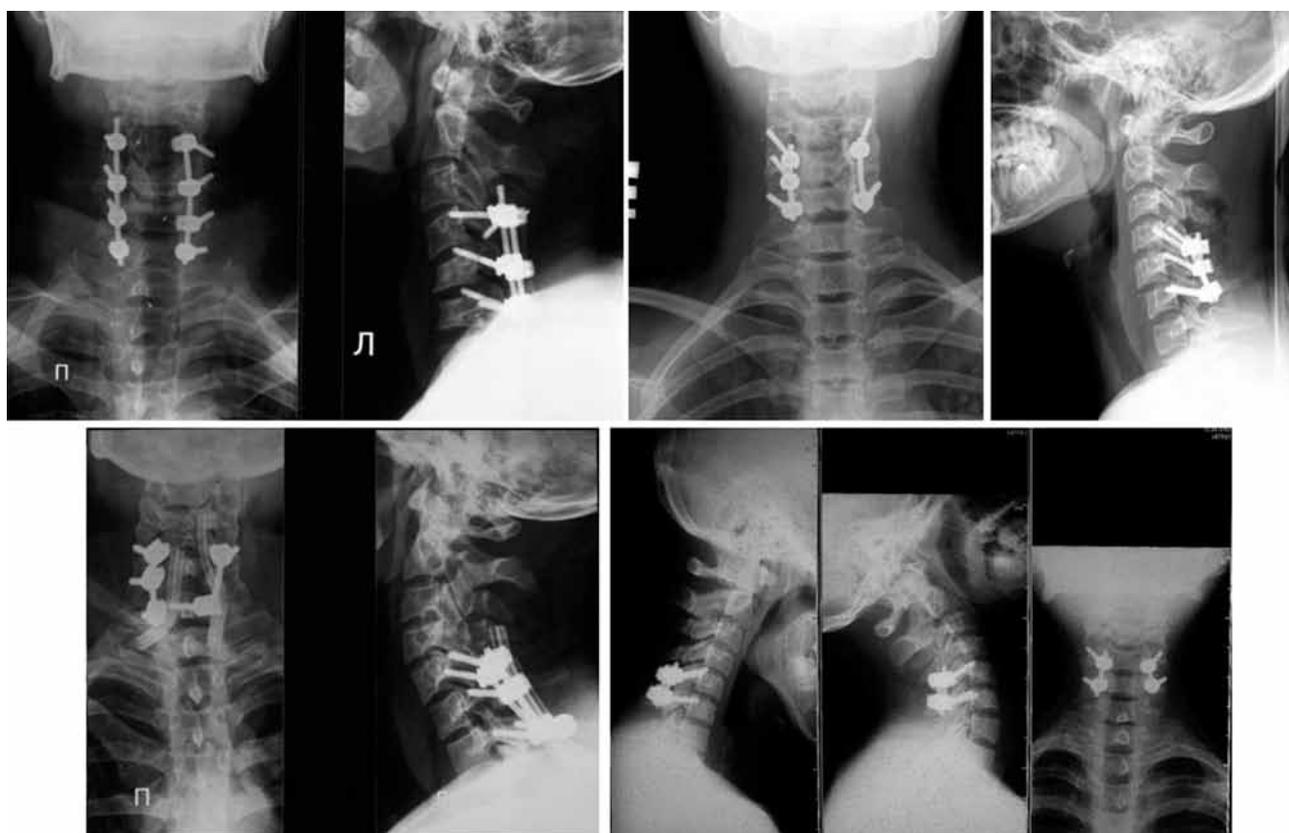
Рентгенограммы шейного отдела позвоночника после различных вариантов билатеральной задней винтовой фиксации в субаксиальном отделе
